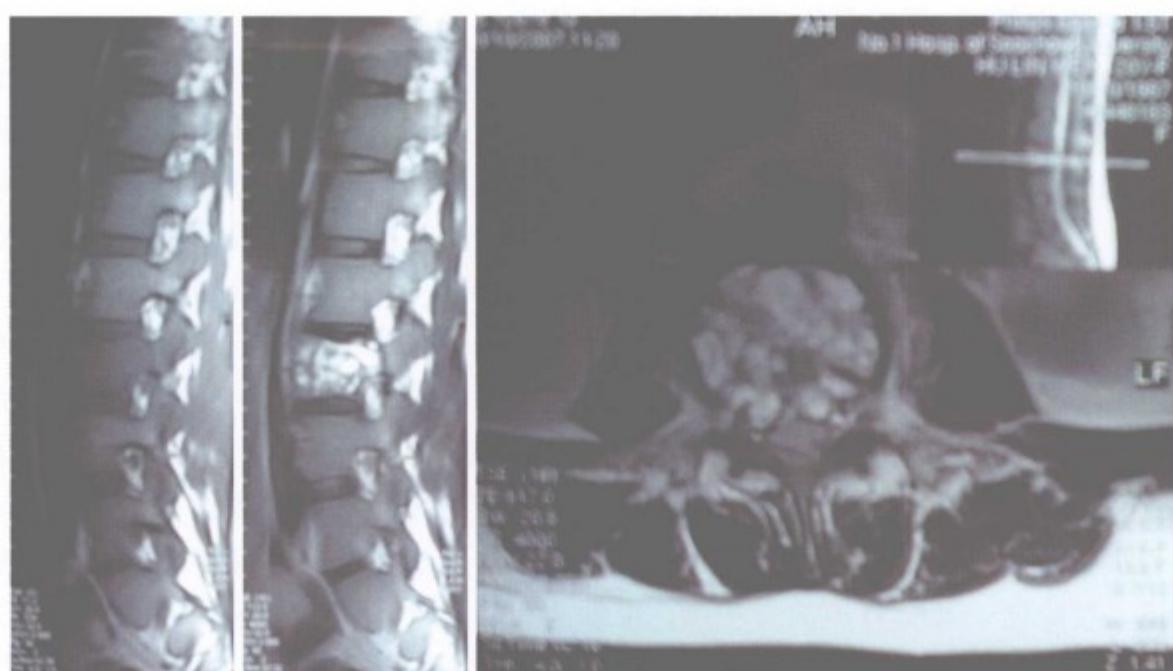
术前 MRI 提示 T<sub>1</sub> 加权像低信号, T<sub>2</sub> 加权像不均匀高信号
